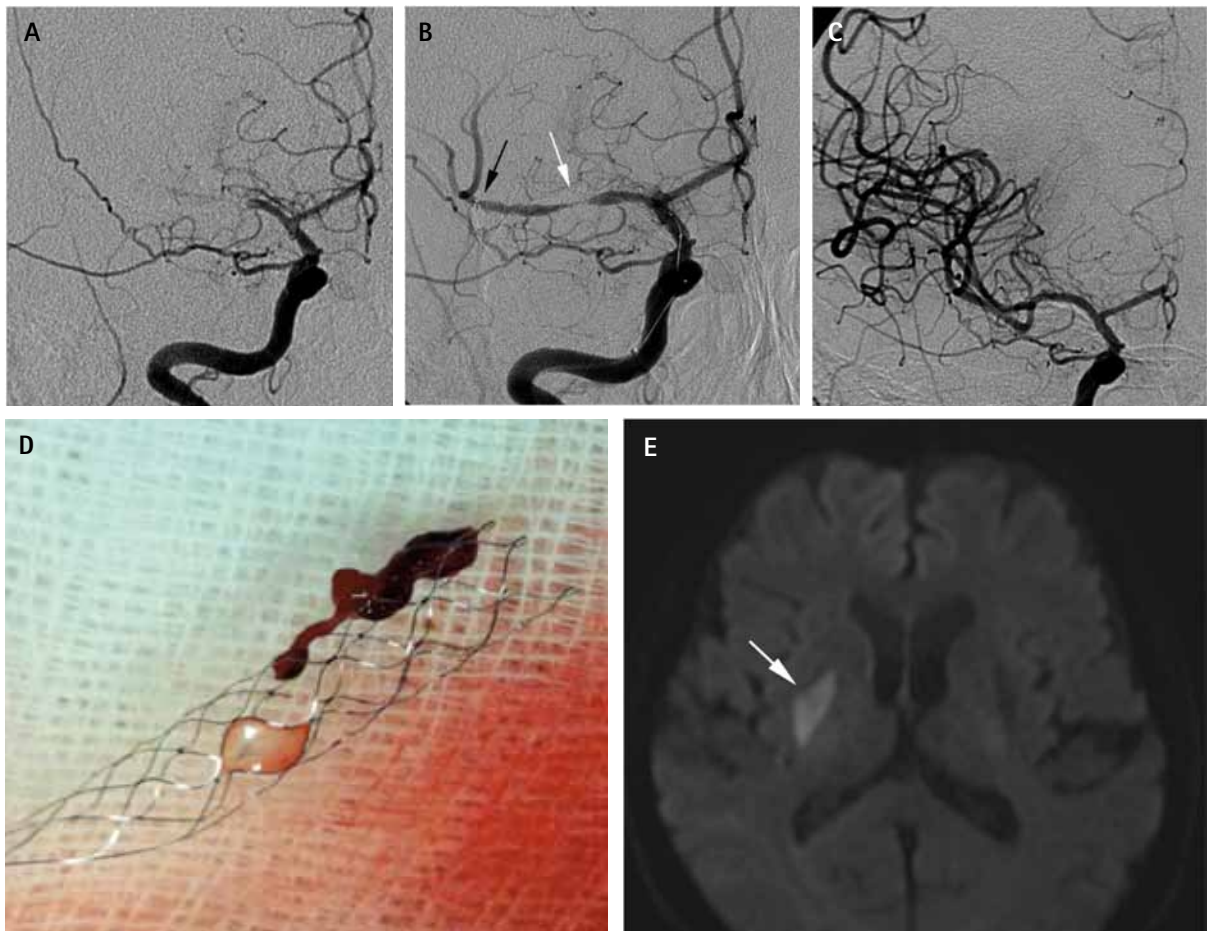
68-jähriger Patient mit akutem Schlaganfall durch einen MCA-Verschluss (A). Einbringung eines Stent-Retrivers mit direkter Flusswiederherstellung (B). Nach Entfernung des Stent komplette Rekanalisierung des Gefäßes (C). Entfernter Thrombus am Stent angehaftet (D). Die MRT nach Behandlung zeigt einen kleinen Infarkt im Bereich der Stammganglien (E).
